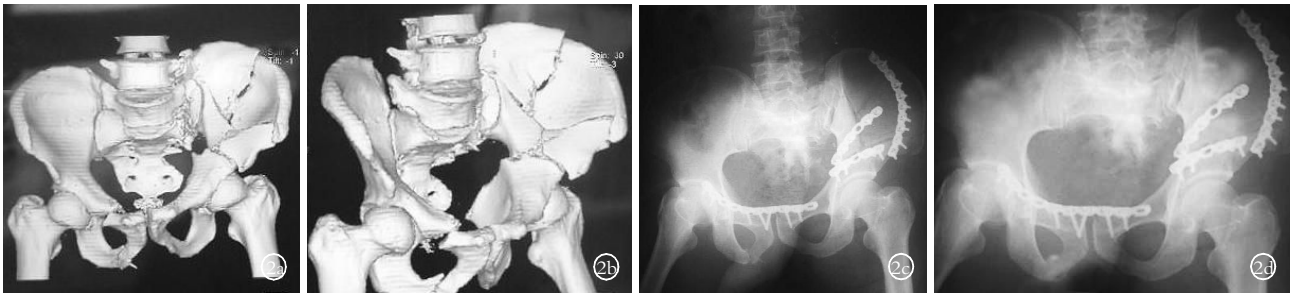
男,41 岁 2a,2b.术前 CT 三维重建 2c.术后第 5 天 X 线片 2d.术后 8 个月 X 线片
